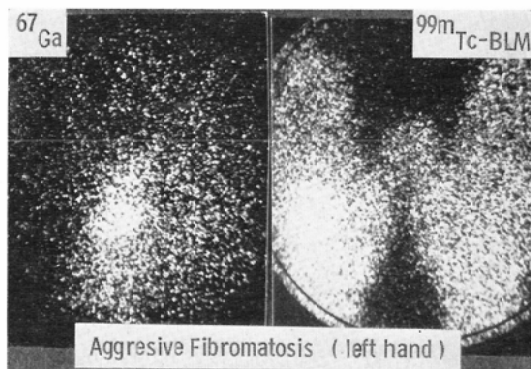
Aggressive fibromatosis. Increased uptakes are visible in both scintigrams.
